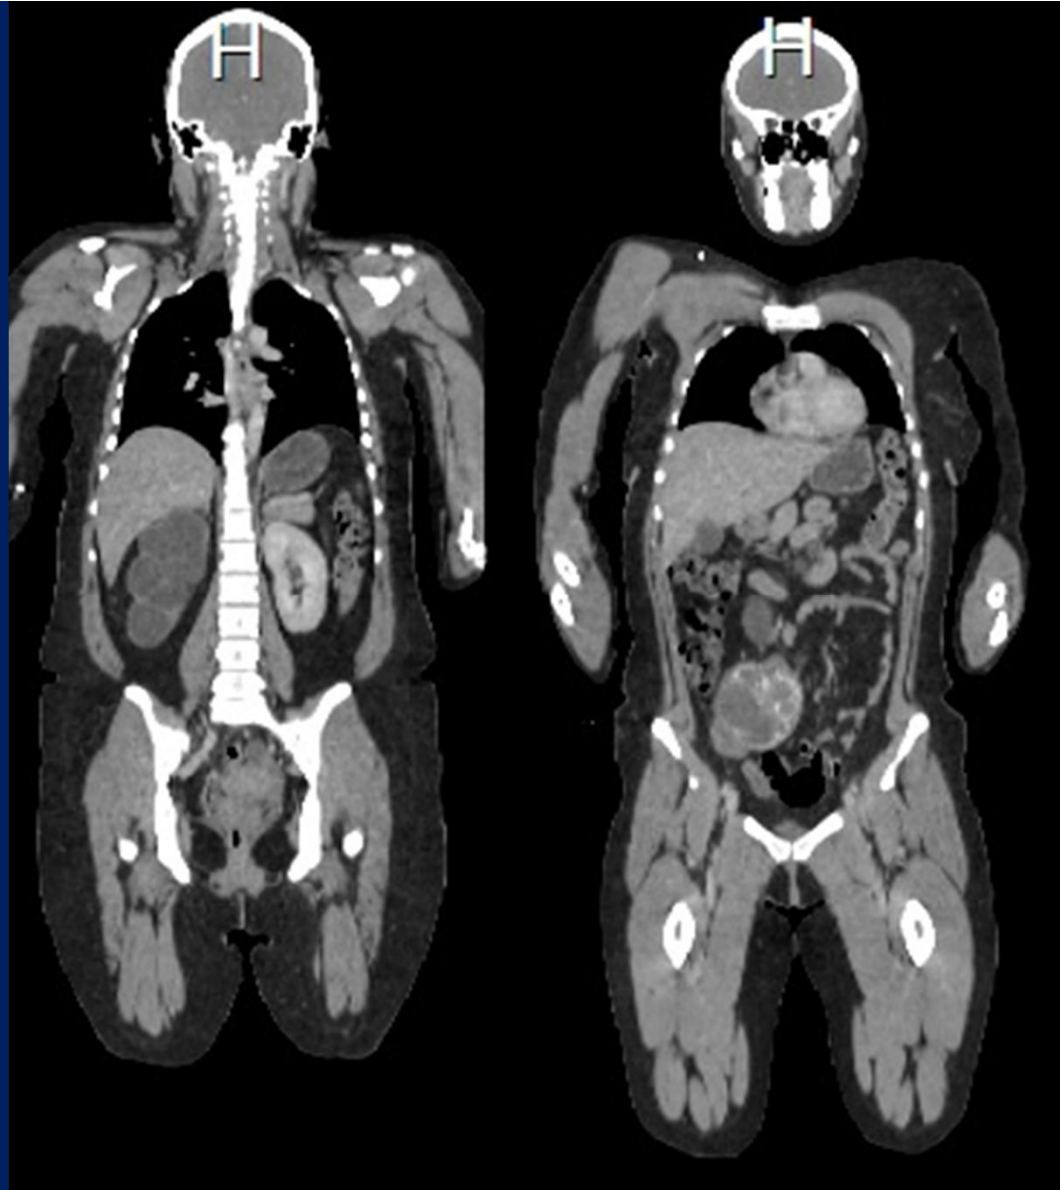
Cortes coronales de PET-CT de la misma paciente anterior, revelan marcada hidronefrosis derecha secundaria a la presencia una gran masa tumoral multilobulada retroperitoneal que determina invasión del uréter proximal derecho.
